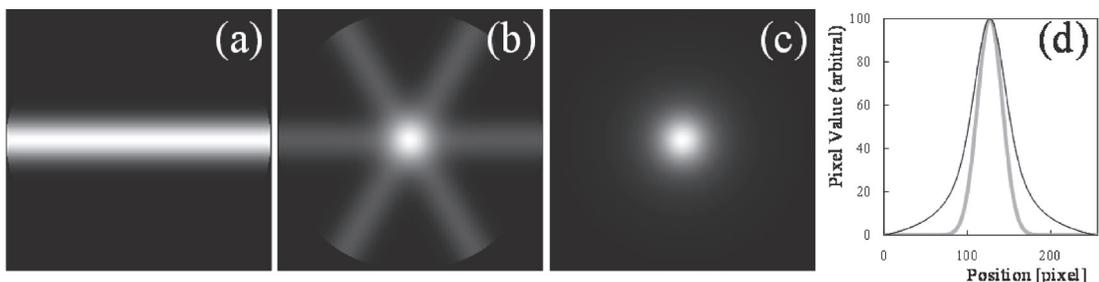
Image reconstruction with a back projection method in computed tomography
